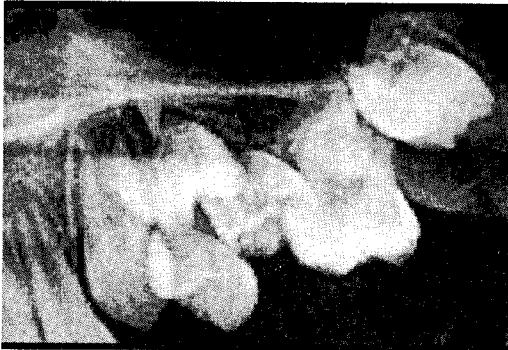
증례 2의 방사선사진(치근단 사진)
